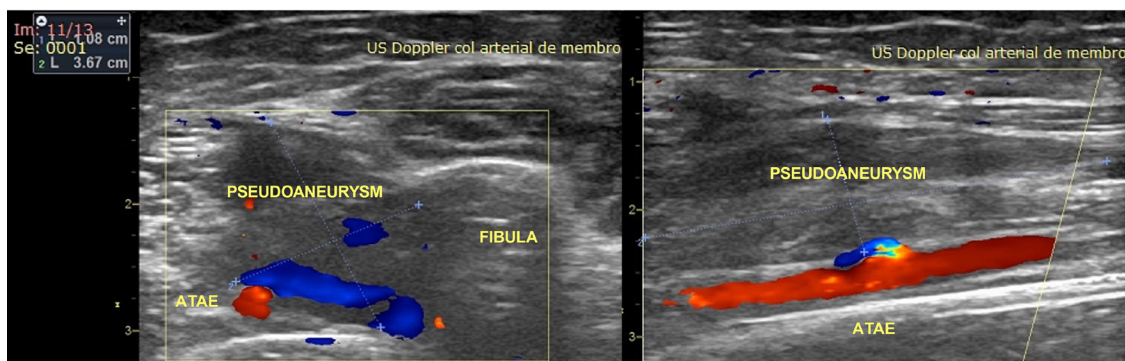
Ultrassonografia com Doppler colorido evidenciando o pseudoaneurisma da artéria tibial anterior. À esquerda: visão transversal mostrando pseudoaneurisma de artéria tibial anterior esquerda (ATAE) de 1,08 cm × 3,67 cm. À direita: visão longitudinal mostrando o pseudoaneurisma e a solução de continuidade na parede anterior da ATAE, com *aliasing* no local.
